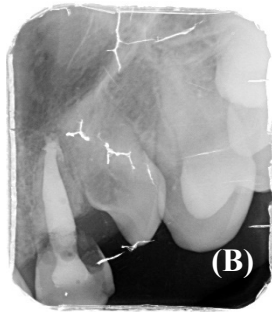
21 numaralı dişin endodontik tedavisi ve daimi dolgusu yapıldıktan sonra alınan periapikal radyografisi
